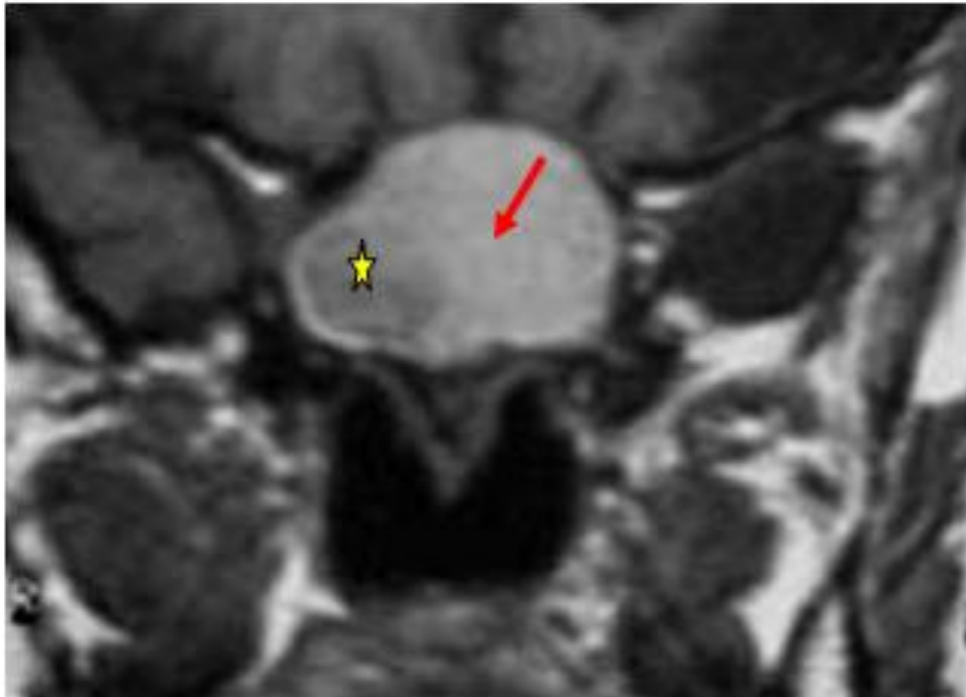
IRM T1 coupe coronale montrant l'aspect typique d'une balle fongique en signal intermédiaire (flèche rouge) avec au centre un hyposignal (étoile).
